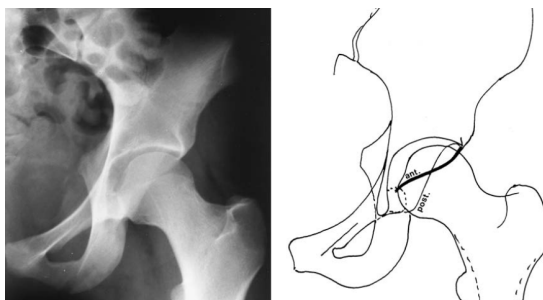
foto de radiografia com sinal do cruzamento positivo e ao lado ilustração das paredes anterior e posterior na formação do sinal.
